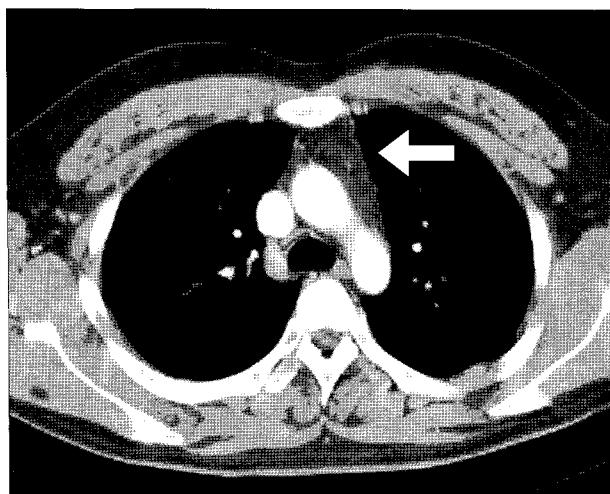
Preoperative CT of chest shows thymic hyperplasia.
